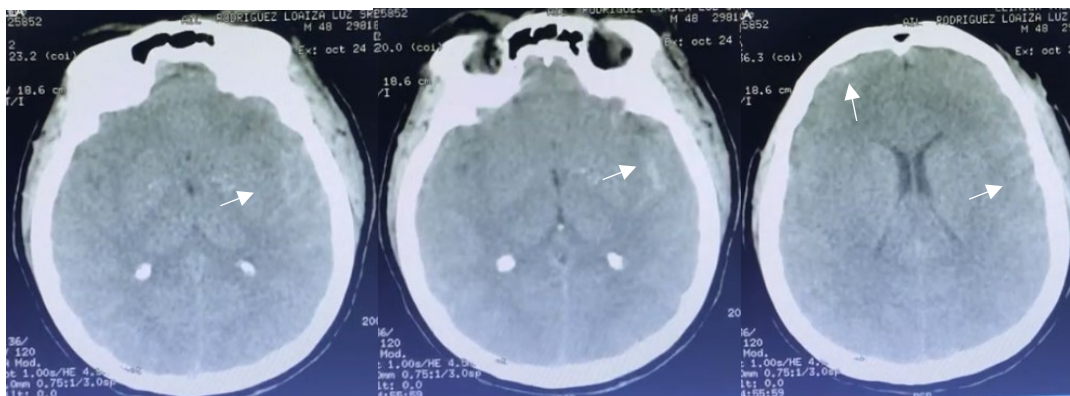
TC con evidencia de HSAf fina. Surcos en lóbulo temporal, parietal y frontal se muestran hiperdensos (flechas blancas). Imágenes: Autores
